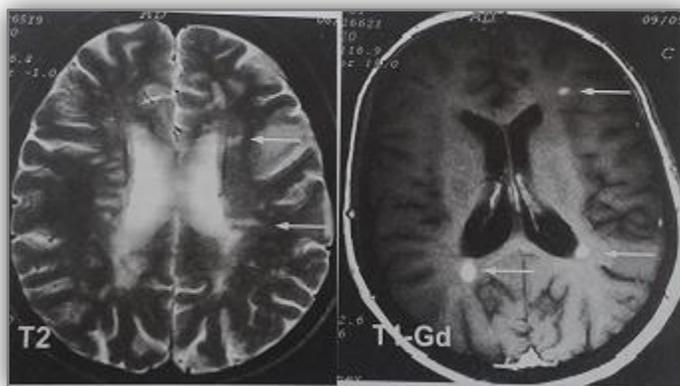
RM de cráneo. En la imagen potenciada en T2 se aprecian múltiples lesiones hiperintensas. T1 con gadolinio se aprecian 3 lesiones que captan el contraste.²¹
